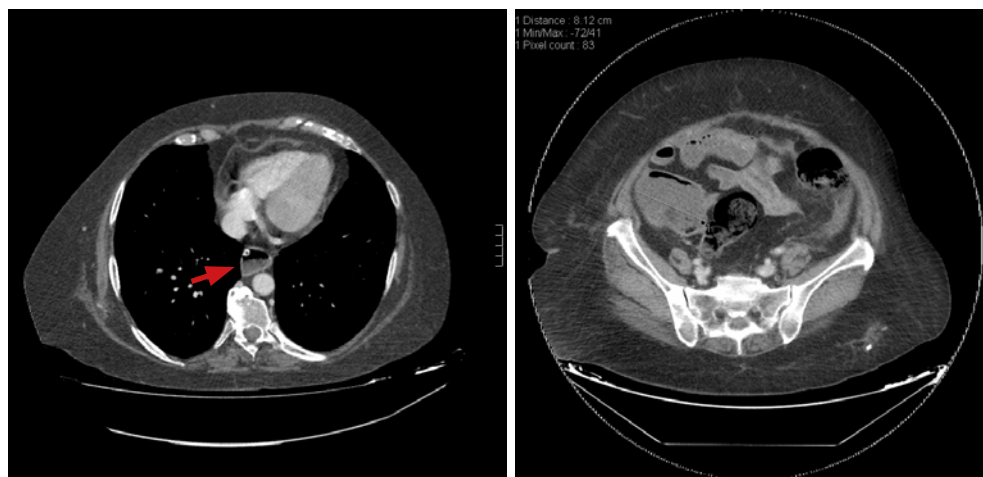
Cortes de la TAC que se realizó a la paciente, uno torácico en el que puede apreciarse la dilatación esofágica y la sonda nasogástrica en la luz esofágica y otro en el que se objetiva la dilatación sigmoidea y la dilatación de ciego de aproximadamente 8 cm además de líquido libre intraabdominal.
